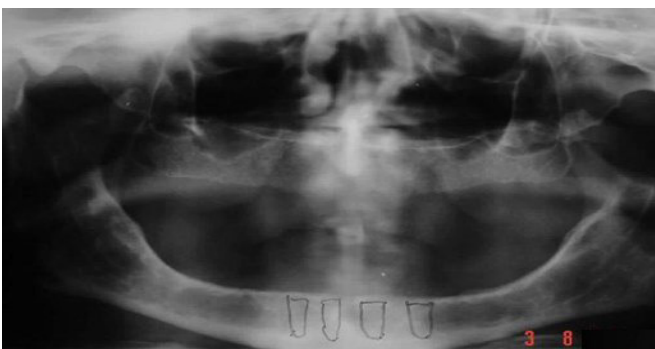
КТ до имплантации
